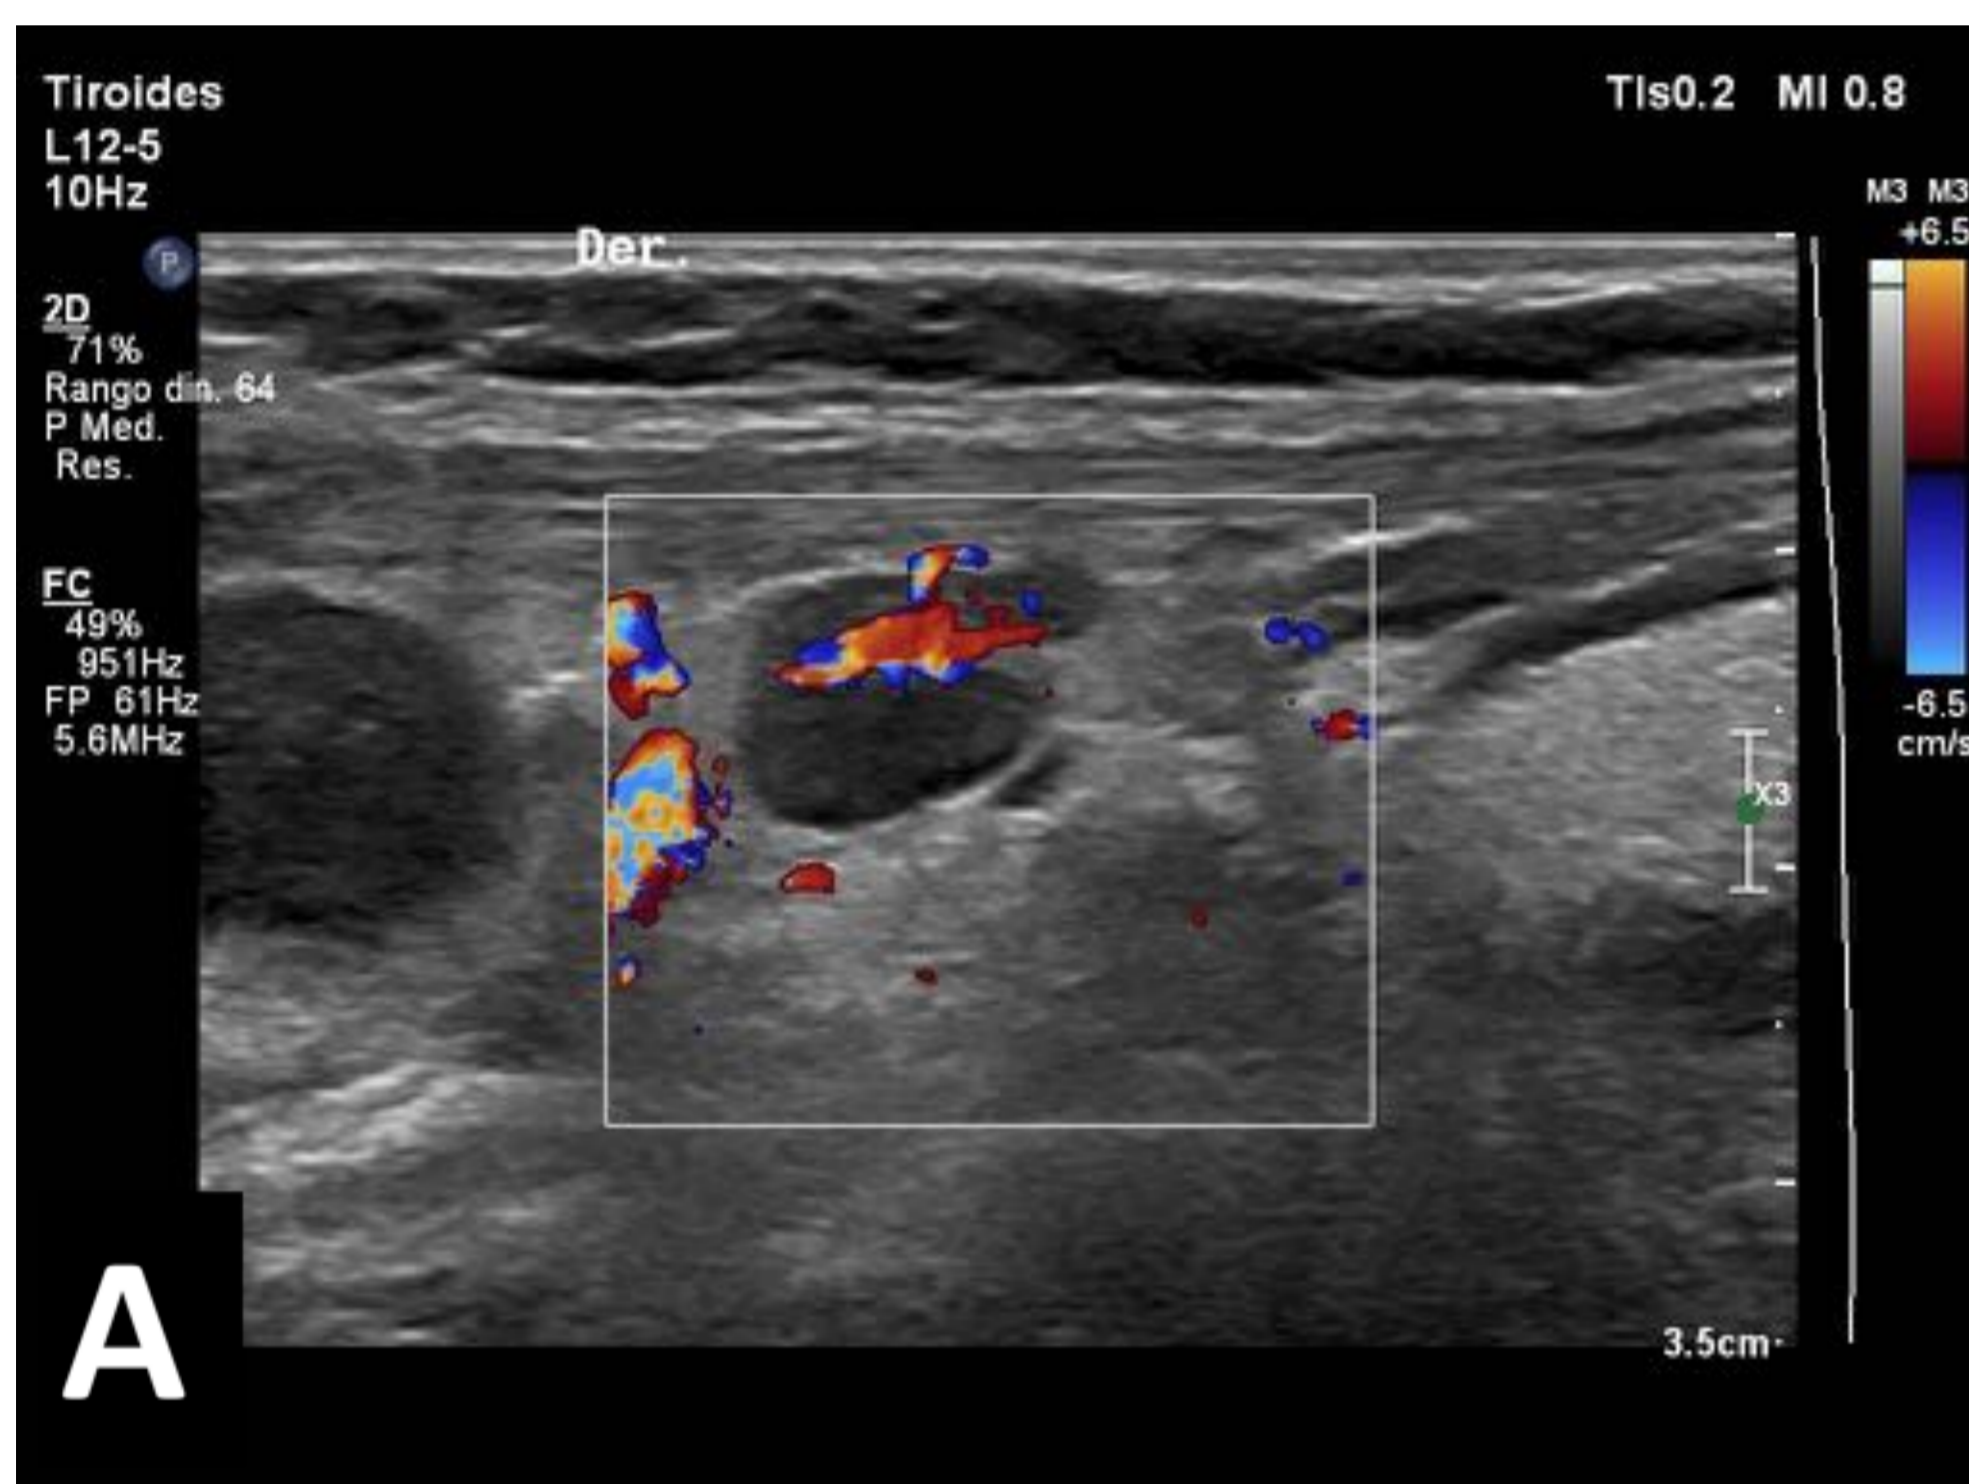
Ecografía cervical de mujer con cáncer de mama en la que se observan adenopatías cervicales bilaterales aumentadas de tamaño, con centro difusamente hipoecóico y con mínima vascularización periférica. Además, la adenopatía cervical derecha (A y B) asocia hiperecogenicidad de la grasa locorregional de aspecto inflamatorio y dolor a la palpación. Hallazgos compatibles con adenopatías de origen metastásico, probablemente abscesificadas.
